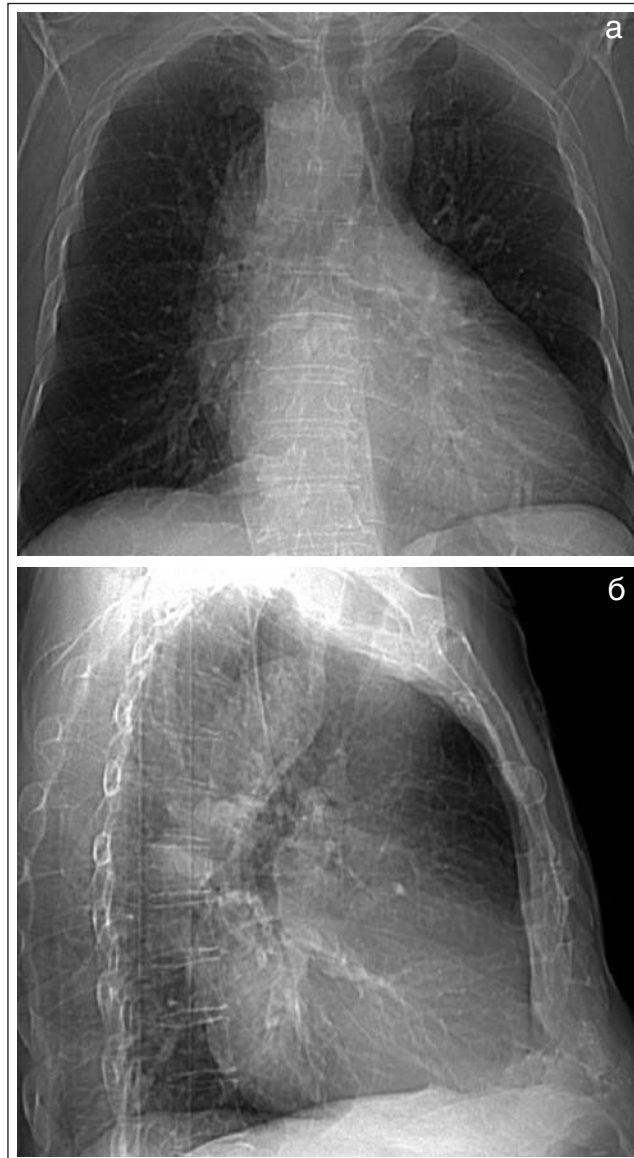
Рентгенографическое исследование органов грудной клетки в прямой (а) и боковой (б) проекциях больного Ф.
